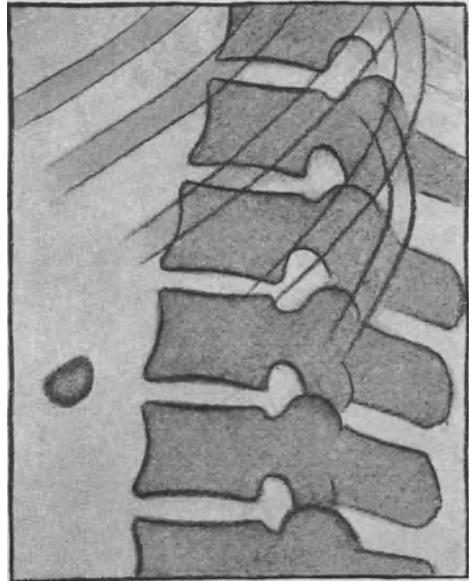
Derselbe Fall. Frontale Aufnahme. Der Schatten liegt außerhalb der Nierenfelder. (Röntgenpause.)
